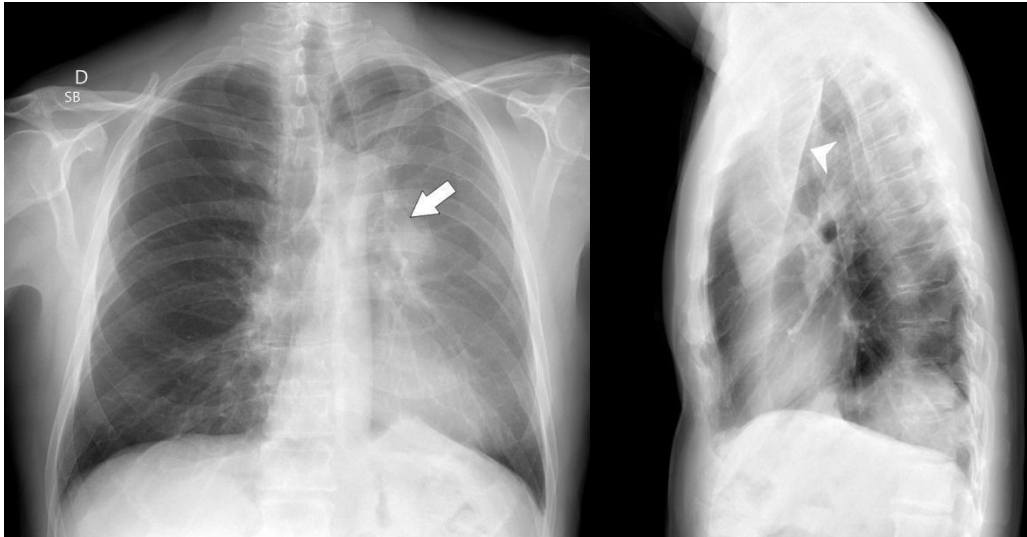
Radiografia de tórax em PA (A) e perfil (B). Massa peri-hilar (seta), determinando obliteração brônquica, com atelectasia completa do lobo superior esquerdo, com hiperinsuflação compensatória do lobo inferior homolateral (note a cissura oblíqua esquerda deslocada anteriormente, conforme aponta a cabeça de seta em B). AP: carcinoma de células escamosas.
